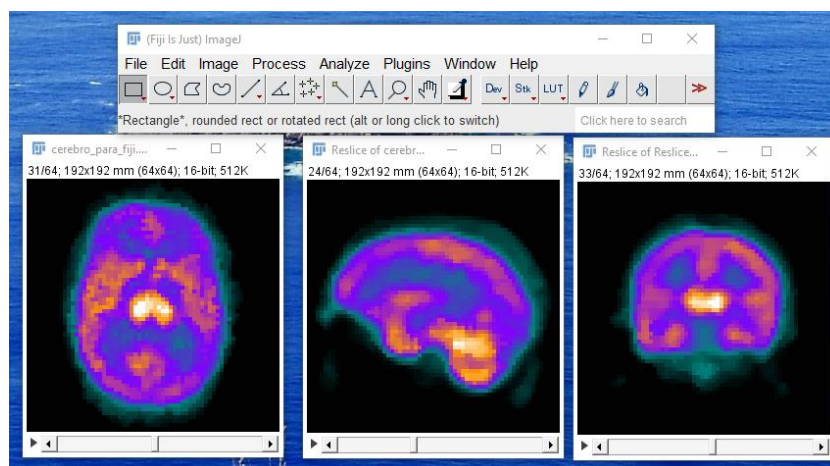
El archivo con los cortes simulados del SPECT, guardado en formato DICOM se puede abrir en FIJI, pueden examinarse los 3 planos y analizarlo en profundidad
